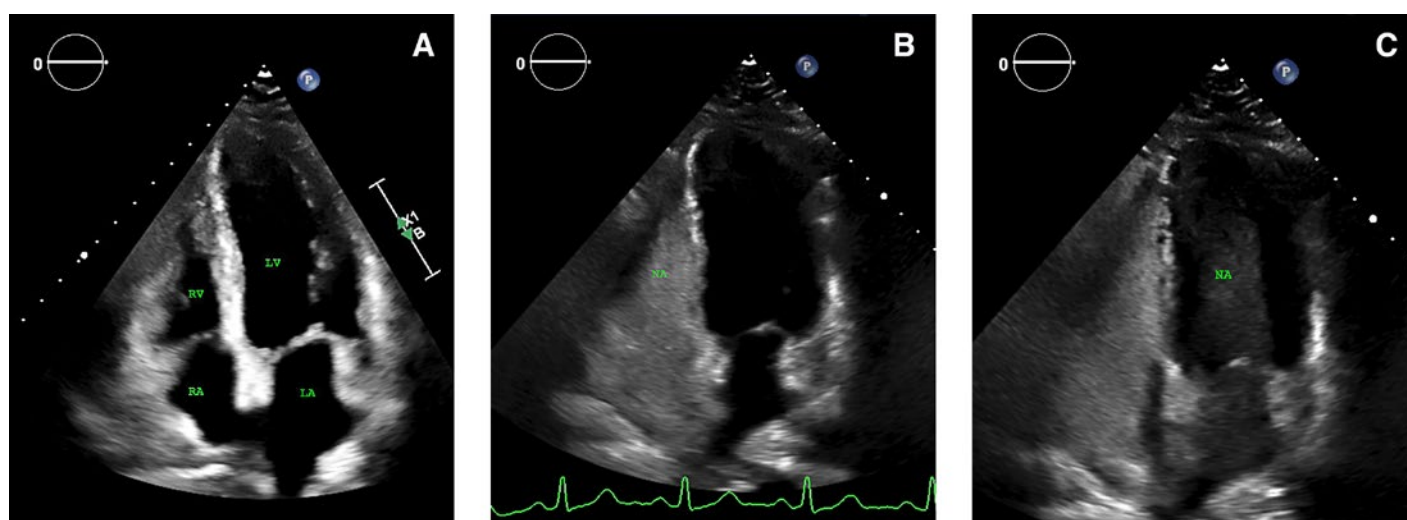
Échocardiographie transthoracique (vue des quatre cavités) avec un septum bien visible au centre (A). Après l'administration de NA («bubble test»), les «microbubbles» peuvent être visualisées dans l'oreillette et le ventricule droit (B). Six battements de cœur après le passage de l'oreillette droite, les «microbubbles» sont visibles dans l'oreillette et le ventricule gauche (C). LV: ventricule gauche; LA: oreillette gauche; RV: ventricule droit; RA: oreillette droite; NA: solution de chlorure de sodium agitée.
